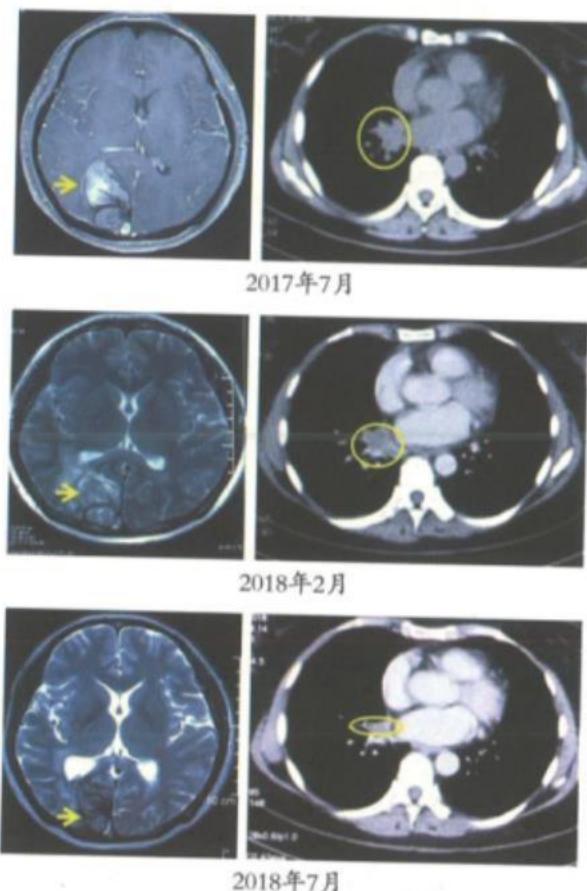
例11的脑MR和胸部CT，分别显示脑转移（黄色箭头）和肺部肿瘤（黄色圆圈）有明显改善
